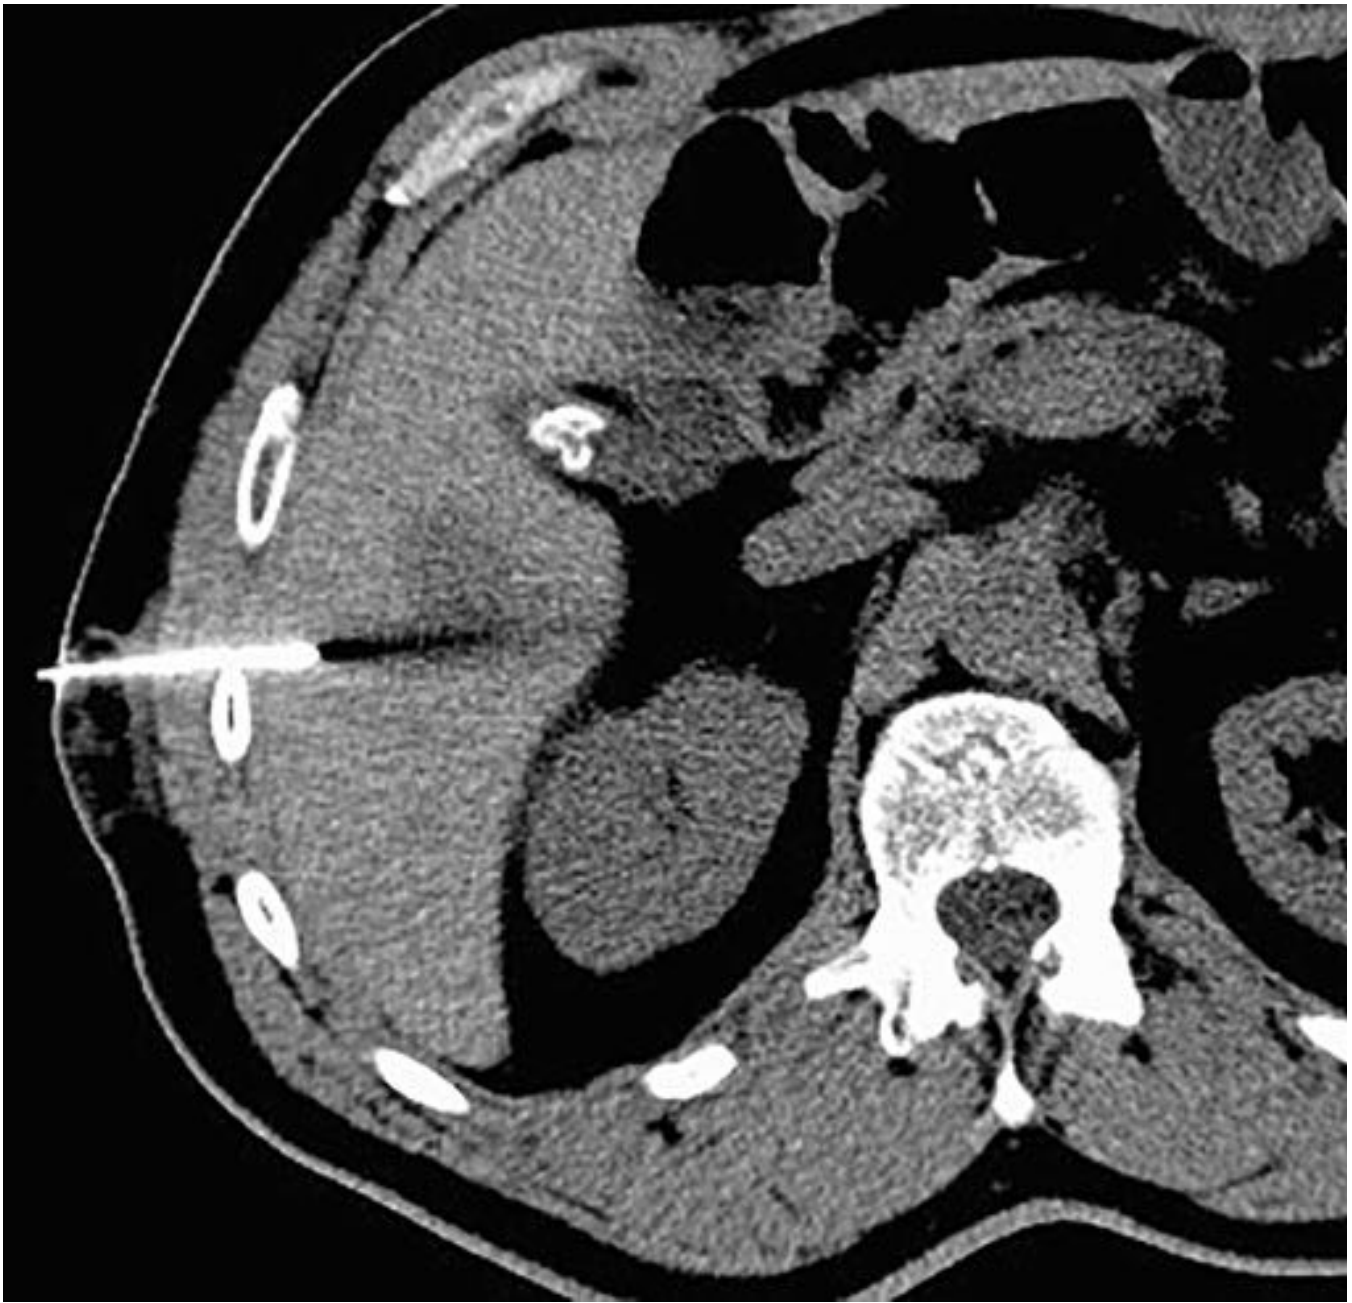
En el control de TC, la espiral (flecha amarilla) se encuentra localizado junto a la metástasis.
